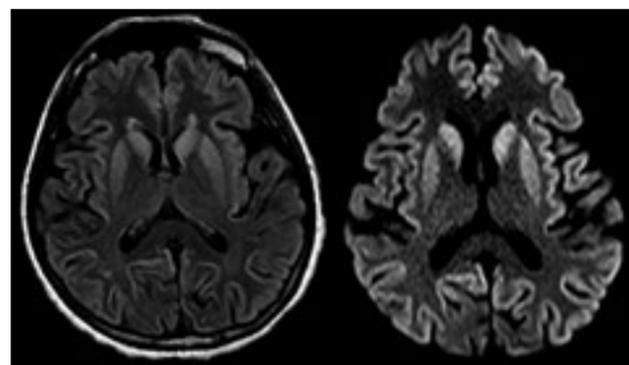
Imagens do exame de ressonância magnética. A imagem mostra alteração de sinal nas sequências FLAR (à esquerda) e DWI (à direita), evidenciando hipersinal em núcleos de base e córtex, com restrição à difusão no DWI.
